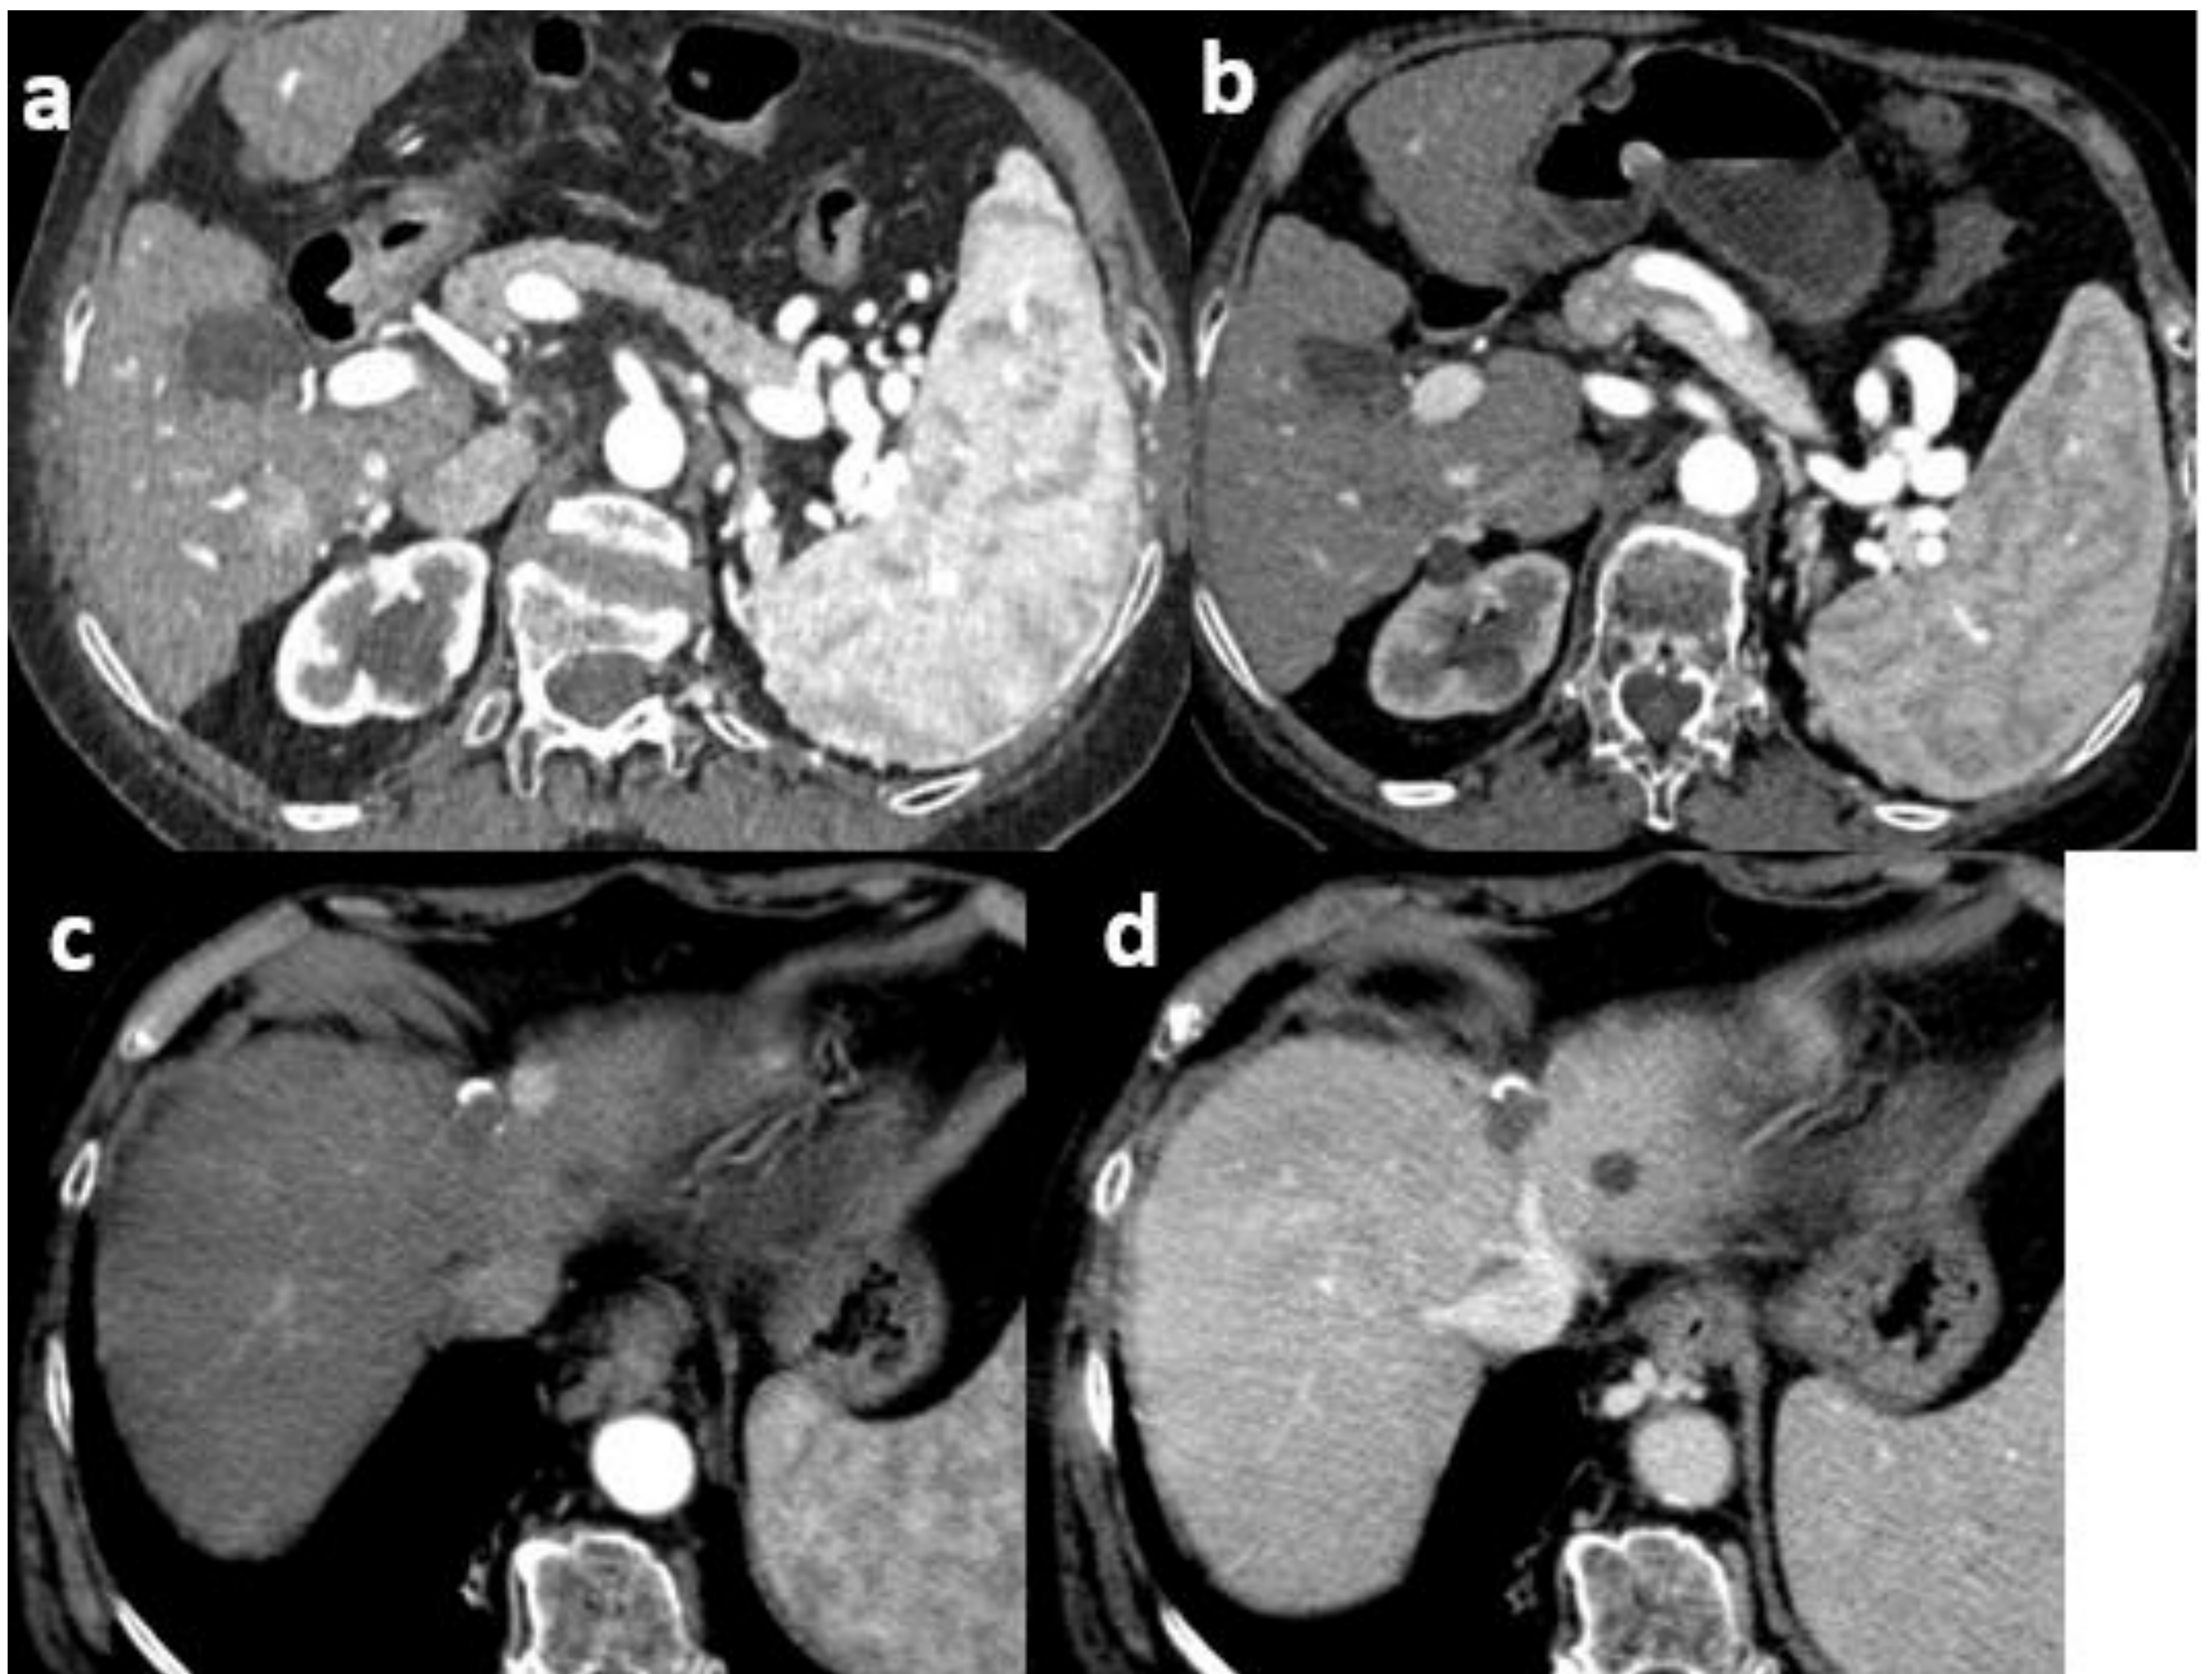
a-b: TC con contraste intravenoso en fase arterial con CHC captante en segmento V antes de tratamiento con TACE (a) y tras 1 mes de tratamiento (b) con hipodensidad post-tratamiento local sin signos de viabilidad tumoral. Nótese la circulación colateral en hilio esplénico. c-d: TC con contraste intravenoso en fase arterial (c) y portal (d) 1 mes tras TACE. Cambios post-tratamiento local en lesión hepática en segmento IVa, con persistencia de pequeño foco de realce periférico en fase arterial en su margen craneal y medial que lava en fase portal, compatible con tumor viable.
